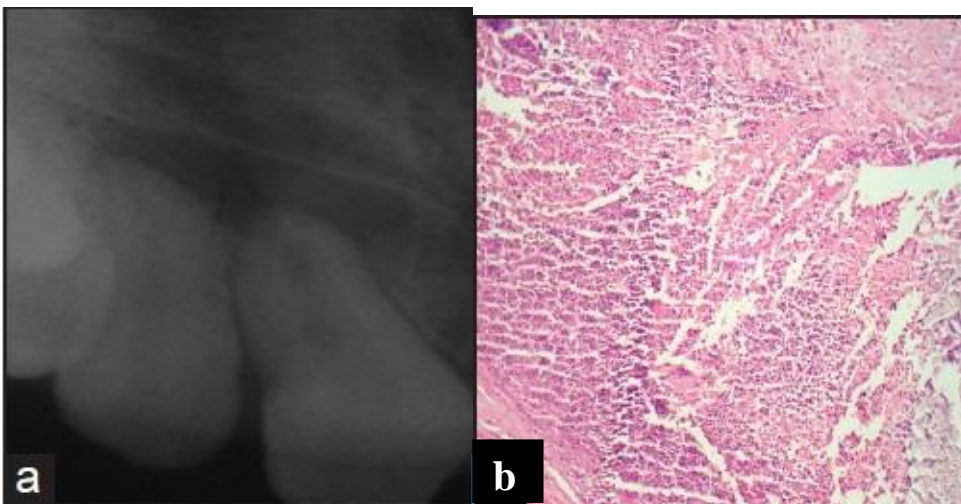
a. radiografía periapical de absceso periapical b. corte histopatológico de absceso periapical¹⁵.
